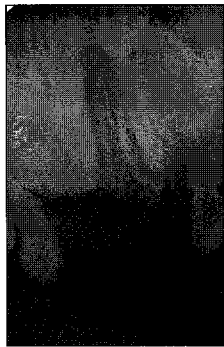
Periapical radiograph 6 months after removal of erupted 2 mesiodens
